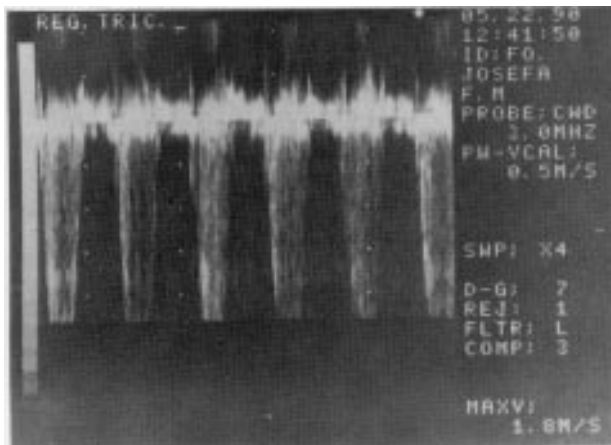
Fluxo regurgitante tricúspide detectado pelo doppler pulsado no interior do AD.
